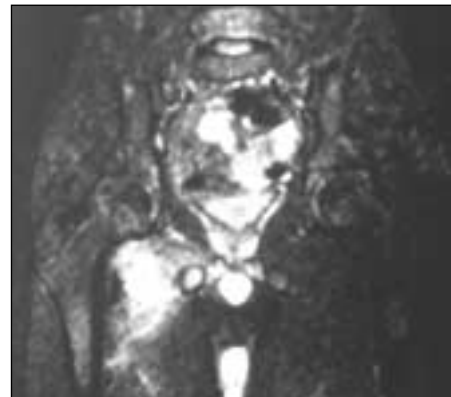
Resonancia magnética. Imagen de una colección en la zona aductora.
